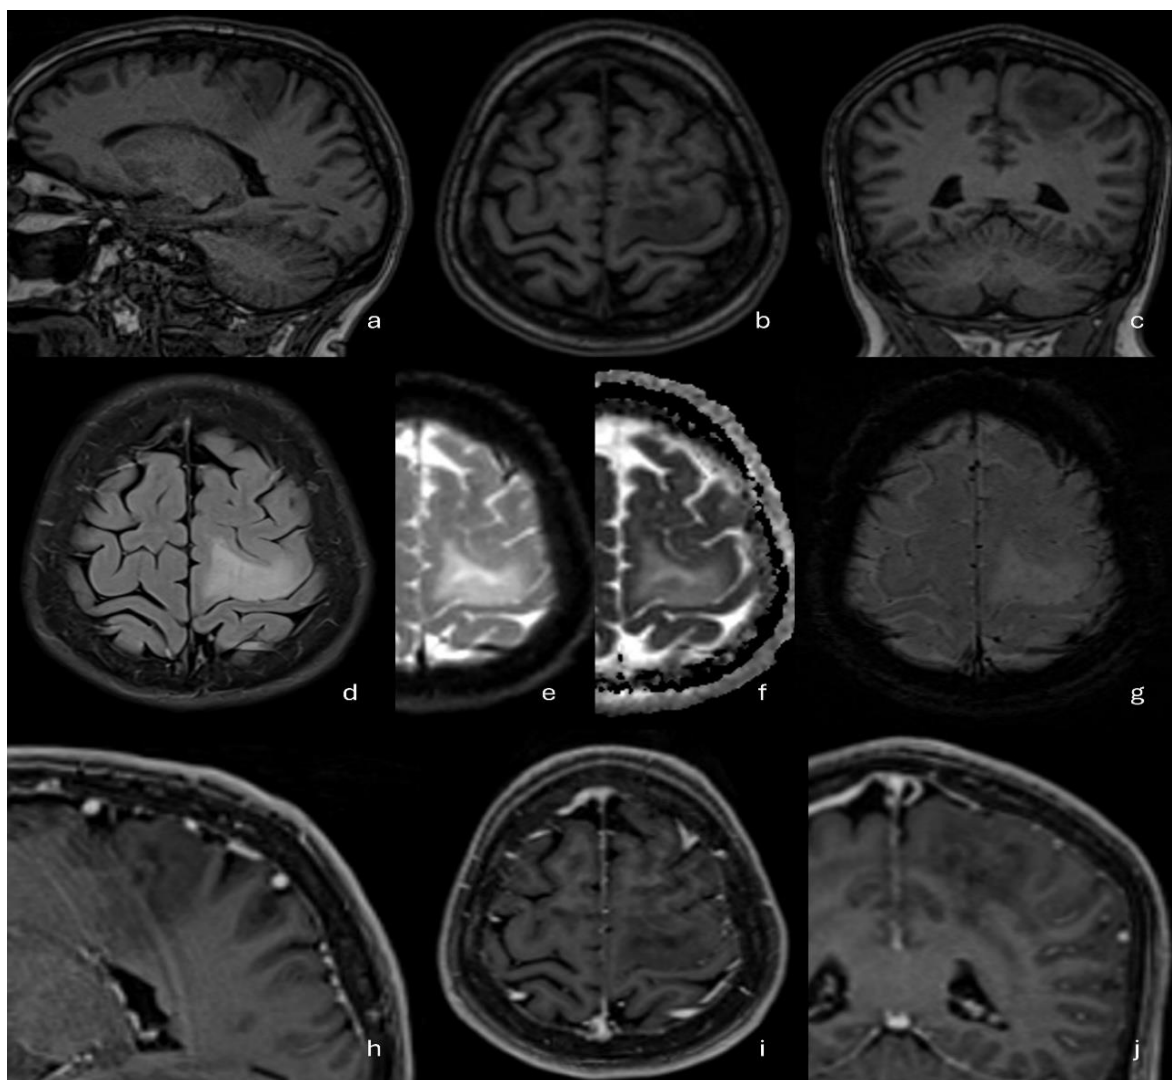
Resonancia magnética cerebral realizada durante la evaluación inicial.
